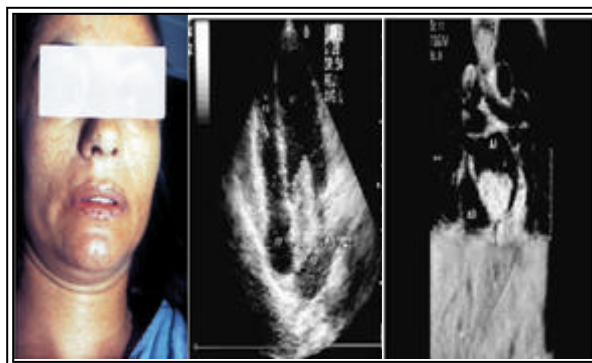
Complejo de Carney.(CNC).Ecocardiograma y RMN. Mixoma auricular izquierdo, asociado a lentiginosis facial. Extraído de Revista Esp Cardiol.2001;54:803-806.
